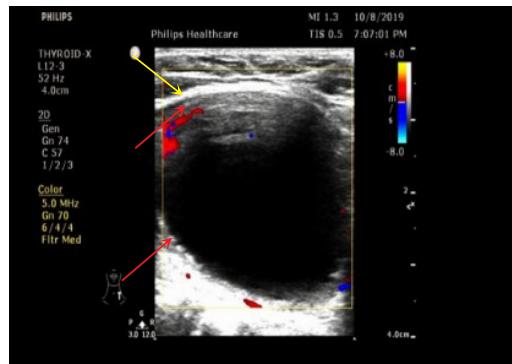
患者术前甲状腺超声示左叶中下部有一 $4.8\text{ cm} \times 2.7\text{ cm} \times 4.1\text{ cm}$ 无回声病灶(红箭头示甲状腺包虫内囊壁,黄箭头示甲状腺包虫外囊壁,呈“双壁征”)
